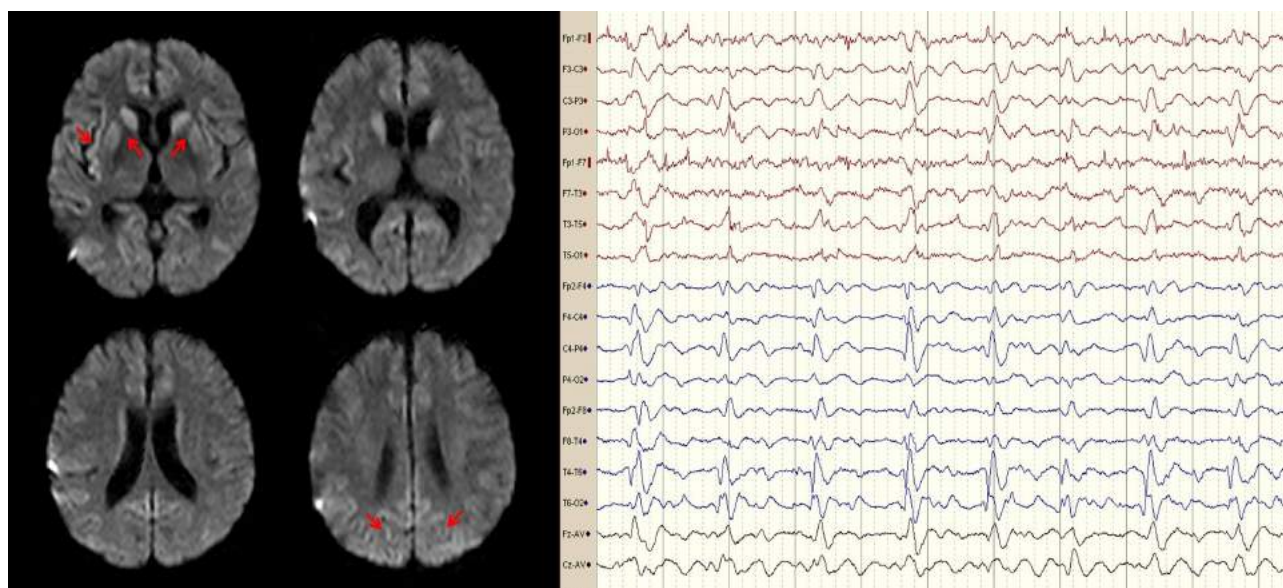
Composición de imágenes correspondientes al caso 2. RM cerebral, cortes axiales DWI: hiperintensidad simétrica en ganglios basales y cortical de predominio parieto-occipital bilateral, insular derecho y parasagital. EEG (montaje bipolar: 70 microV, 30 mm/sg): Complejos periódicos de ondas agudas bi y trifásicas a 1 Hz, persistentes, sincrónicos y generalizados.
